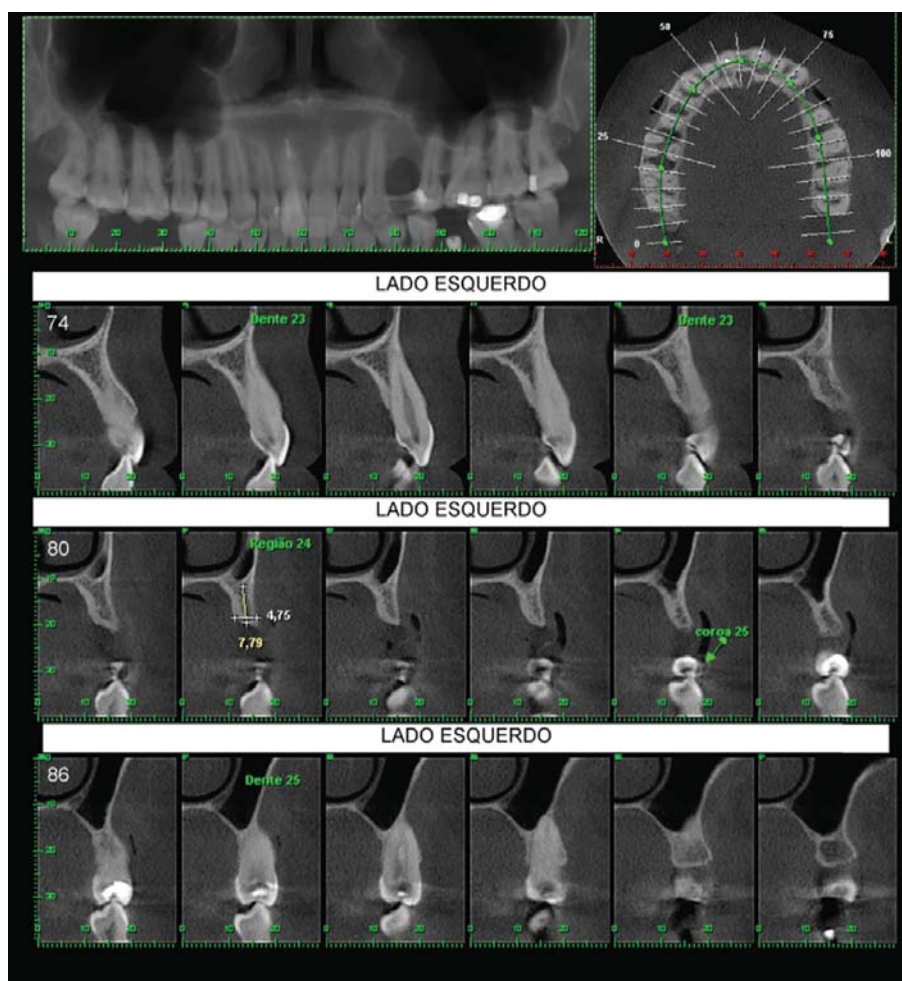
Tomografia 3D da área a ser operada.
